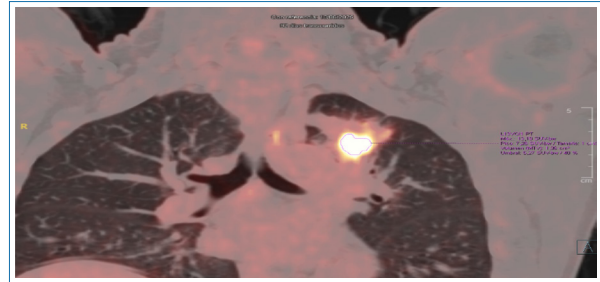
PET-TC (septiembre 2025) con empeoramiento de la lesión pulmonar, sugestivo de recidiva.
